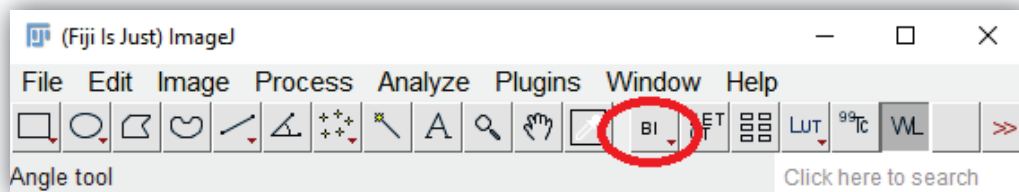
El icono BI posibilita la selección de los archivos del estudio de PET-CT.
